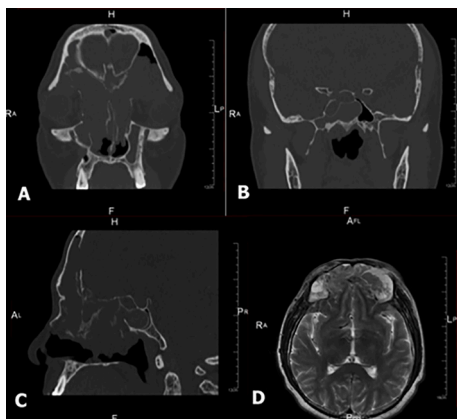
Correlación de imágenes de TC y RM de los SPN previas del paciente descrito en la Figura 29. (A) TC coronal en la que se aprecia un importante velamiento en todos los senos paranasales, ocasionado por una masa que se expande hacia la base del cráneo y las paredes orbitarias, ocasionando una seria alteración de la arquitectura rinosinusal, con desplazamiento lateral de las paredes mediales de ambas órbitas. Son evidentes las áreas de borramiento y engrosamiento óseo focal (hiperostosis) en las paredes orbitarias de ambos lados y en la base anterior del cráneo. Igualmente se observa una invasión evidente de la lesión desde el seno frontal izquierdo, hacia la cavidad orbitaria, la cual ocasiona un notable desplazamiento hacia afuera y hacia abajo del globo ocular correspondiente. (B) TC coronal en el que se aprecia un velamiento significativo del seno Esfenoidal, con borramiento de la pared latero superior. (C) TC sagital en el que se aprecia una opacificación completa del seno frontal, las celdillas Etmoidales y el seno Esfenoidal, siendo notorio un extenso defecto de la pared posterior del seno Frontal, con una marcada distorsión y áreas de engrosamiento de la pared ósea (hiperostosis focal) del área naso frontal. (D) RM axial T2, en el que se aprecia una masa sólida en el seno Frontal, con extensión intracraneal, que ejerce efecto de masa en ambos lóbulos frontales cerebrales, sin infiltrarlo, evidenciándose en el interior de dicha masa, cambios de señal hipointensas e hiperintensas de aspecto en el interior de la masa neoplásica (patrón contorneado cerebriforme).
